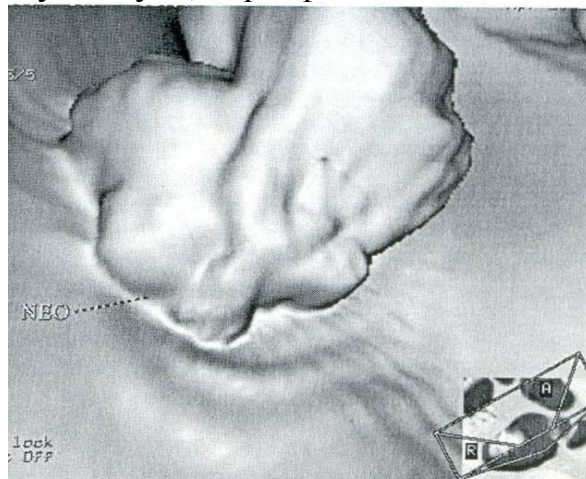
Экзофитная опухоль. Эндоскопическая МРТ.
